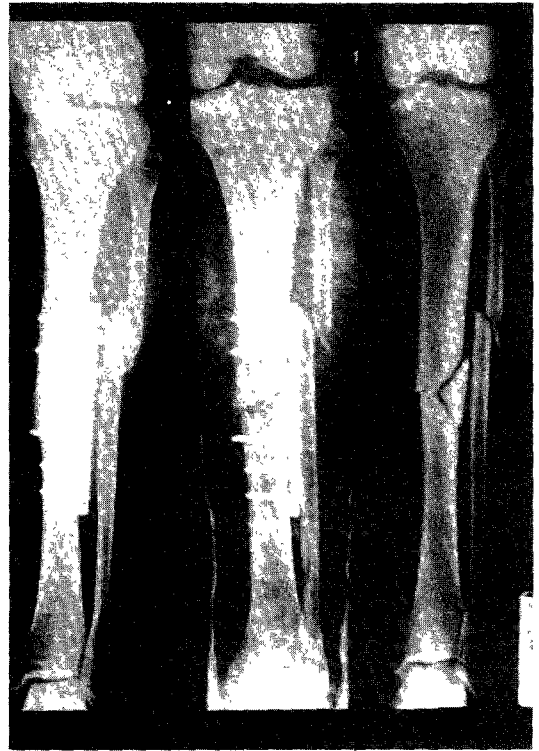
Radiographs of the united valgus fracture. There was no medial bony absorption due to bone graft.
